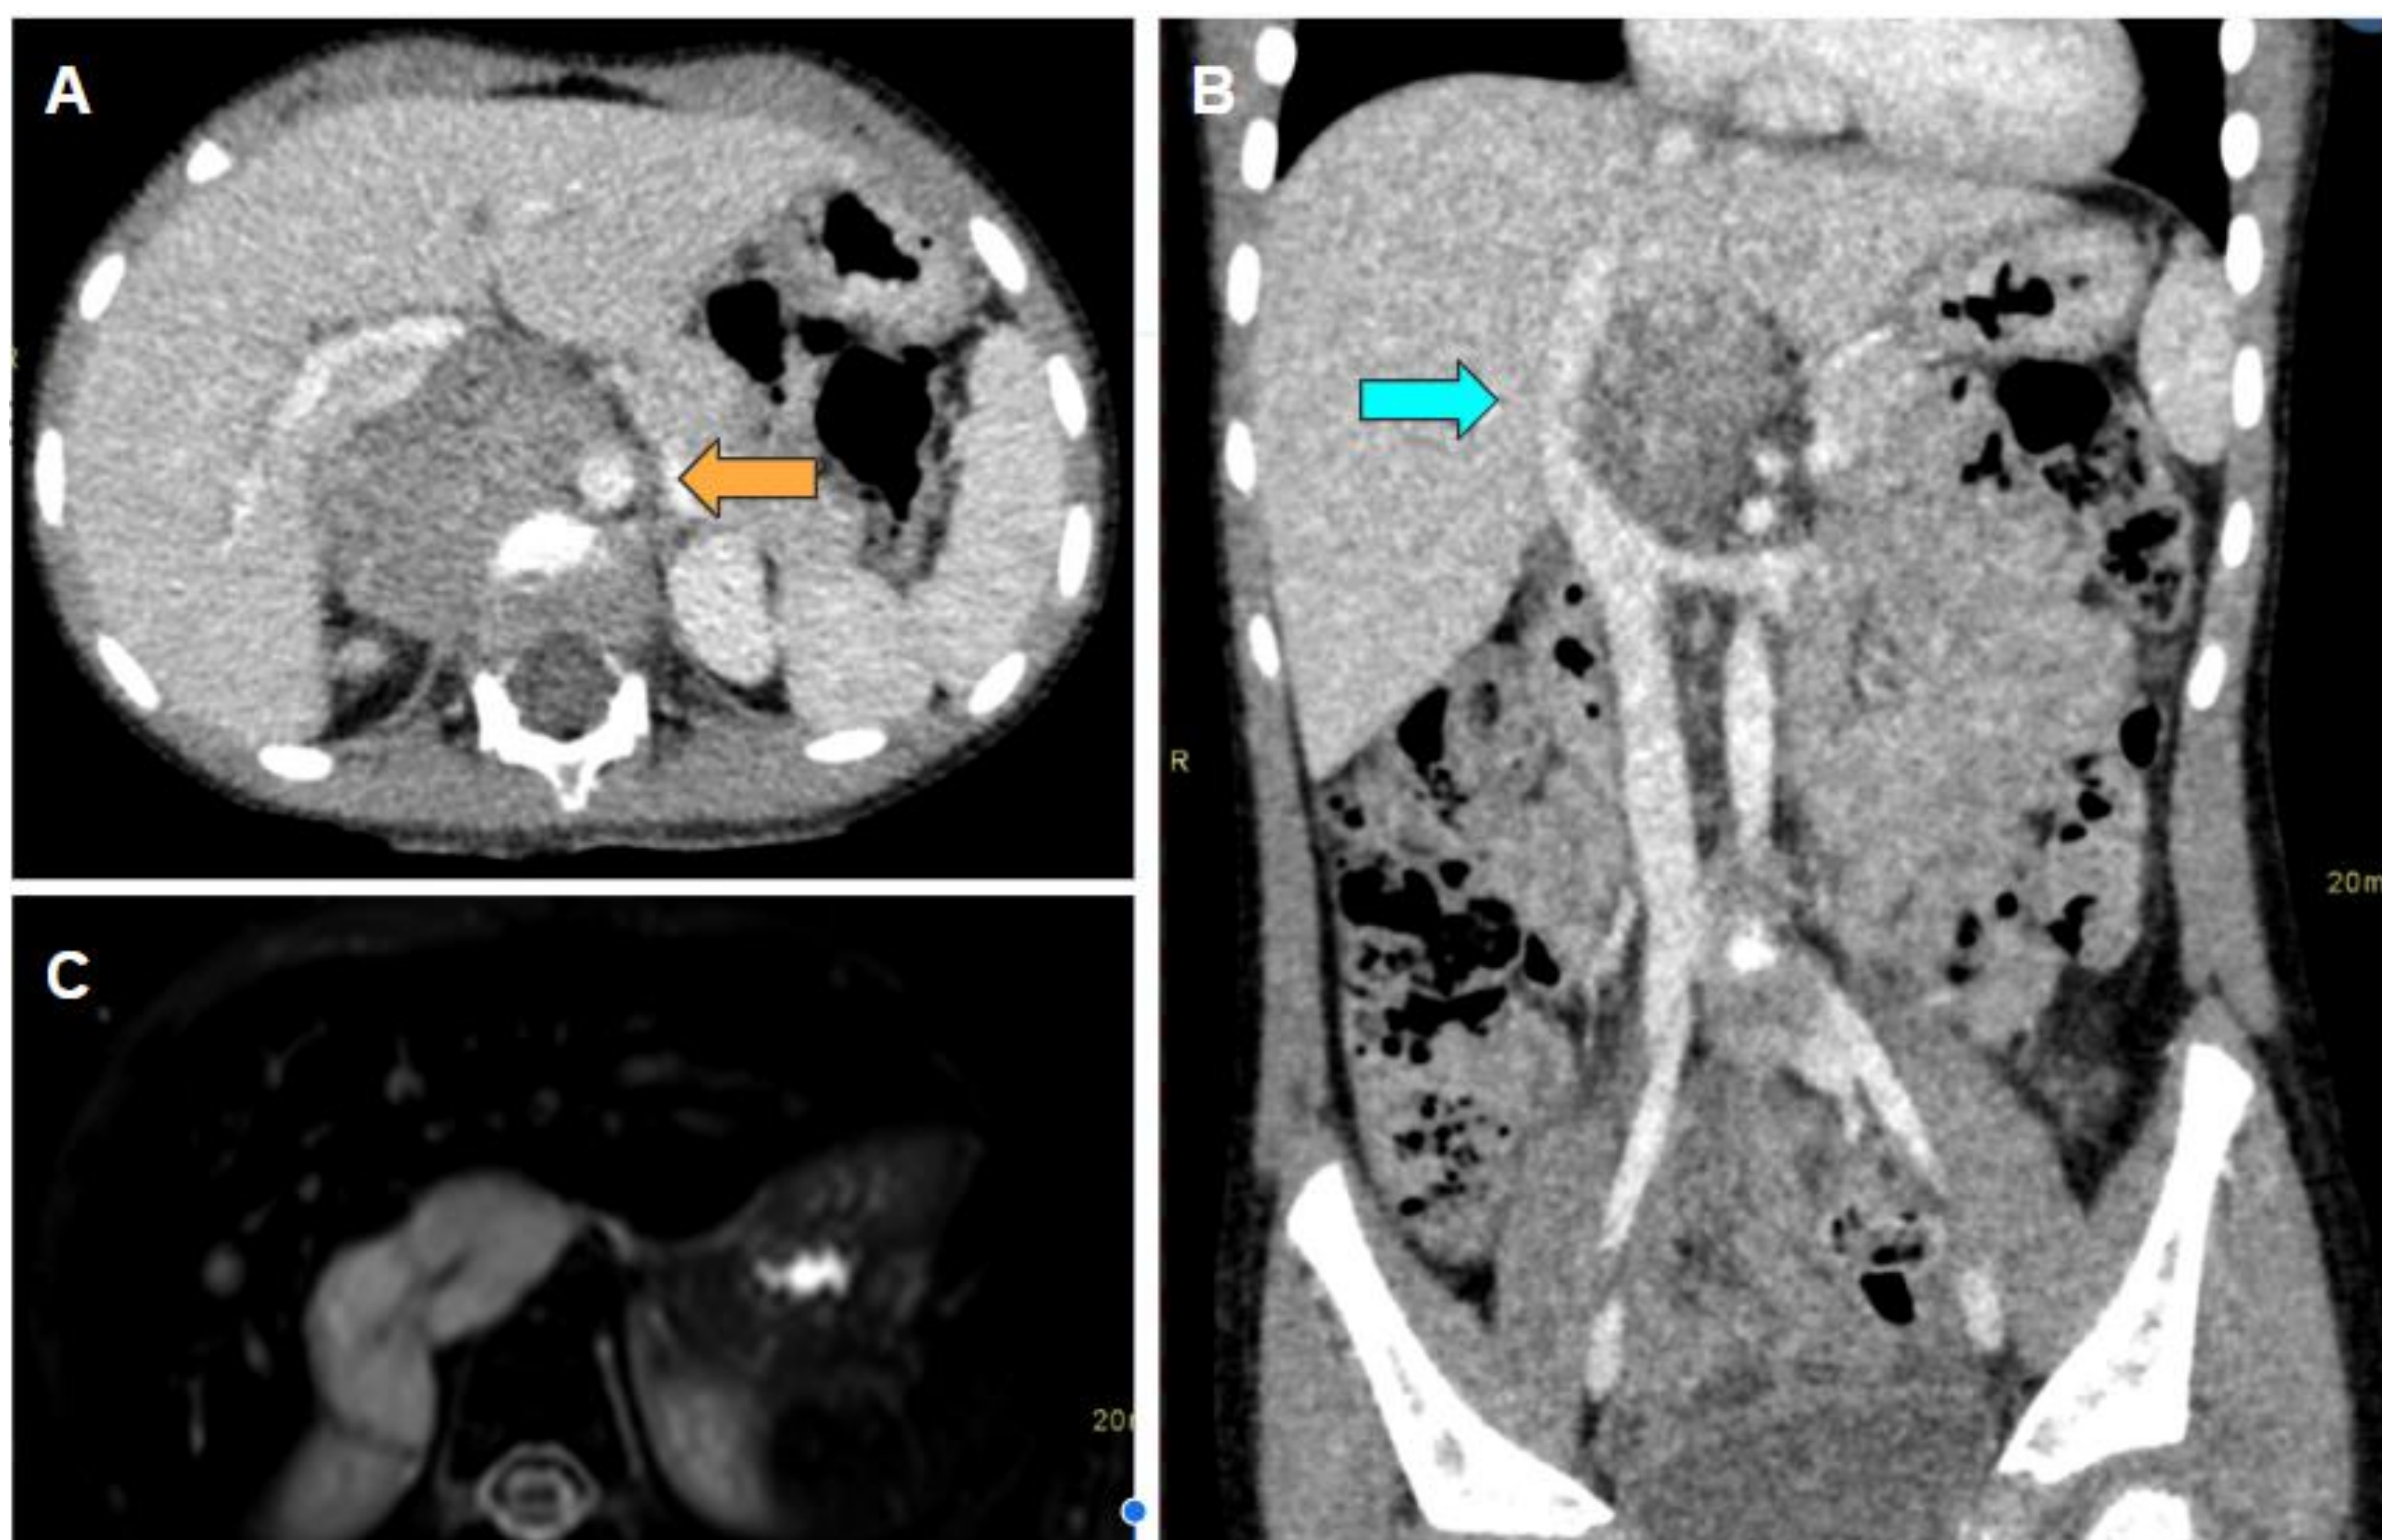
A y B. TC abdominal axial con contraste endovenoso en el que se observa masa paravertebral derecha que contacta y desplaza la vena cava inferior (flecha azul) y contacta con la vena renal izquierda y aorta abdominal (flecha naranja). C. RM abdominal axial T2 saturación grasa en el que se observa una lesión homogénea hiperintensa.
